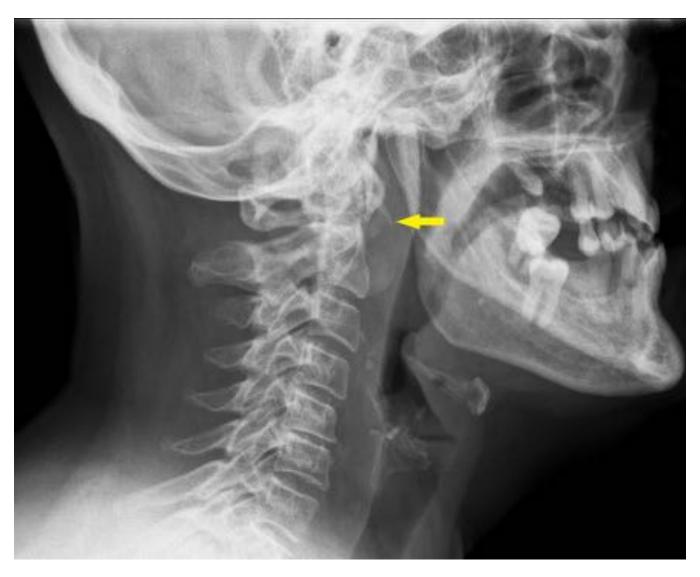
Radiografía lateral de columna cervical. Ensanchamiento del espacio retrofaríngeo. Imagen cálcica prevertebral a la altura de los cuerpos vertebrales de C1-C2. Estructuras óseas intactas. No evidencia de cuerpos extraños radioopacos.
